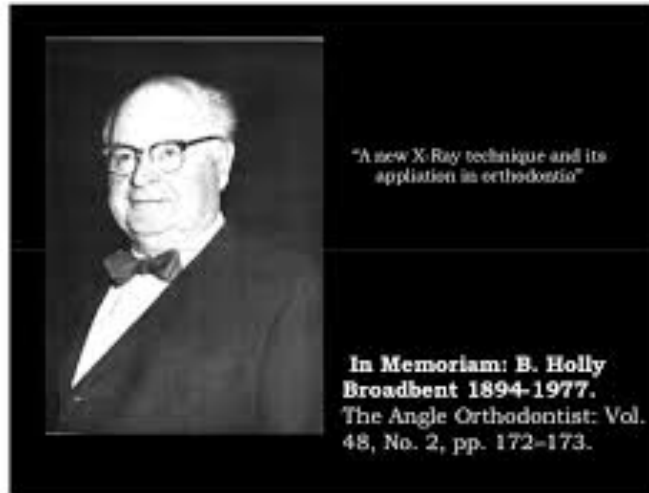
B. Holly Broadbent, primero en realizar trazos sobre teleradiografías
